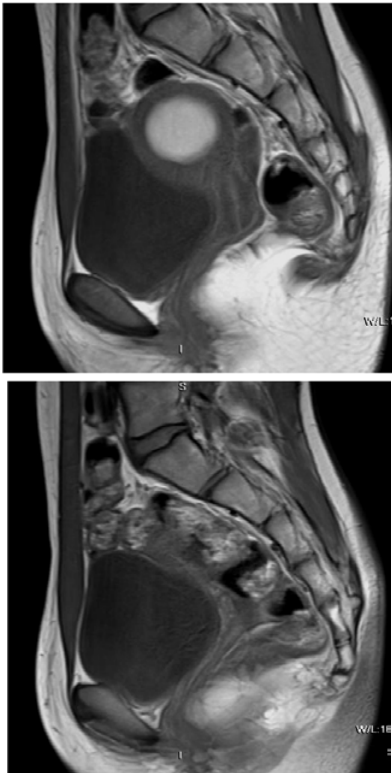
IRM efectuată în plan sagital în ponderație T1W tse pacientei T., 14 ani. Uterul Robert, conturul uterin extern nemodificat, colecție hemoragică (hematometra) în hemicavitatea uterină dreaptă, conturul extern uterin nu-i modificat, lichid liber în cantitate moderată în spațiul Douglas
